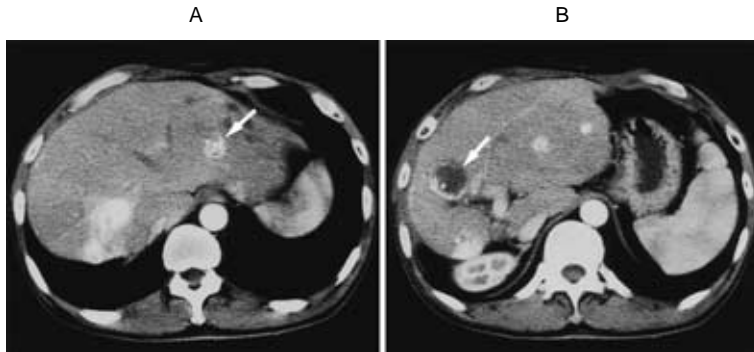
Enhanced CT after the first TAE. Most multiple metastatic tumors were necrotized with accumulation of lipiodol.
